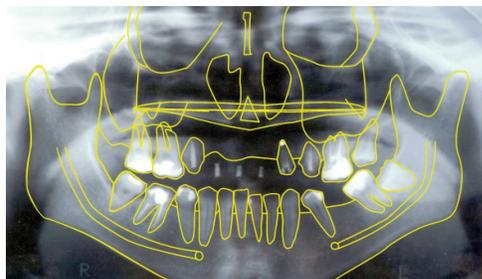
Planificación sobre radiografía panorámica
